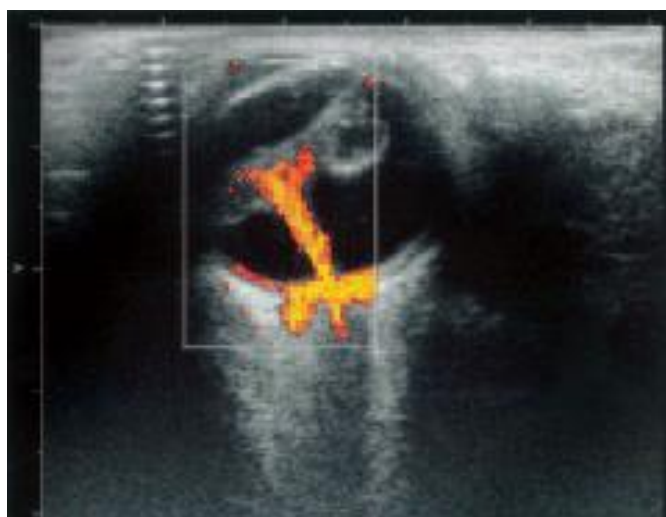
Echographie oculaire avec doppler montrant une persistance du vitré primitif [41].
